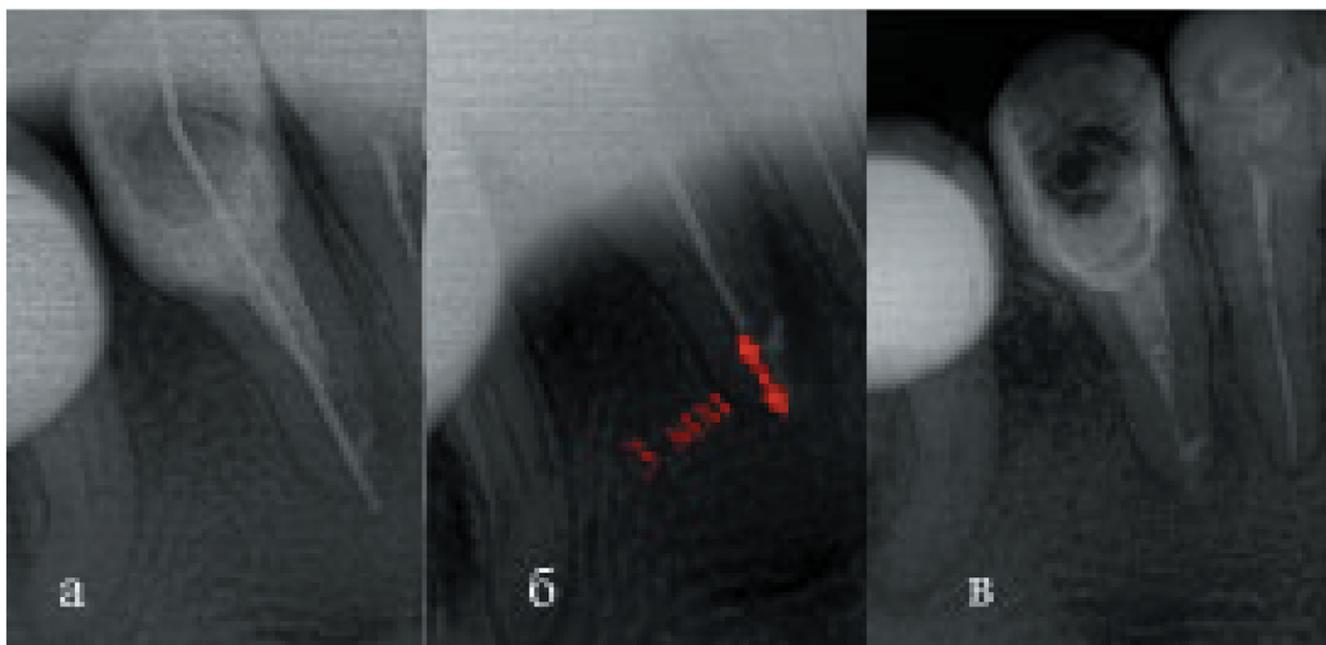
а – эндодонтическая игла за пределами апикального отверстия; б – эндодонтическая игла не доведена до апекса на 3 мм (снимки выполнены в момент ирригации рентгенконтрастного раствора антисептика), в – заполнение полости корневого канала рентгенконтрастным раствором антисептика
